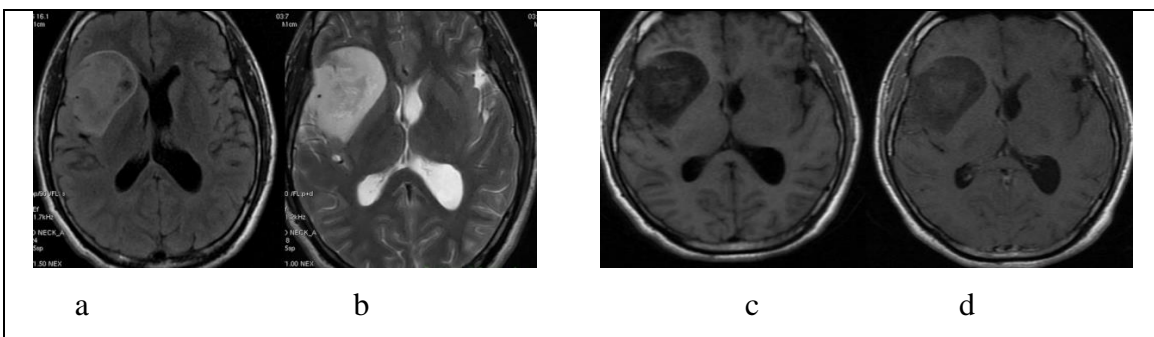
Astrocitoma gr. III anaplastike, a: plani axial FLAIR lezion hiperintens –heterogjen, b: plani akxial T2 hiperintens heterogjen, c dhe d: plani axial T1 nativ dhe post gadolinium me hiposinjal dhe pa përforcim të kontrastit. Shënim: vërehet efekt i masës mjaft i theksuar.
